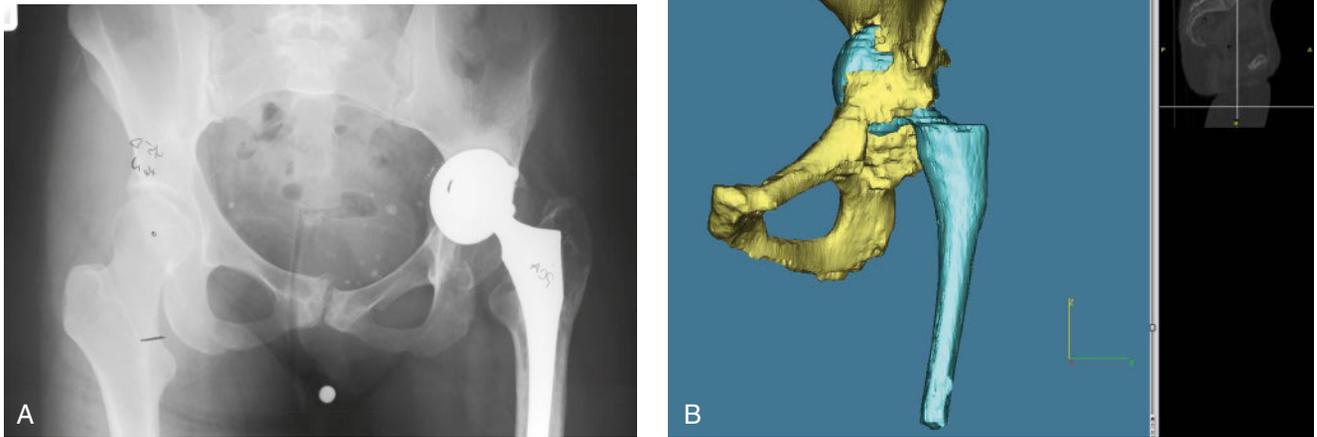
A y B. Radiografía simple de pelvis y reconstrucción 3D de una tomografía computarizada en las que se observa el grado de pérdida ósea acetabular.
